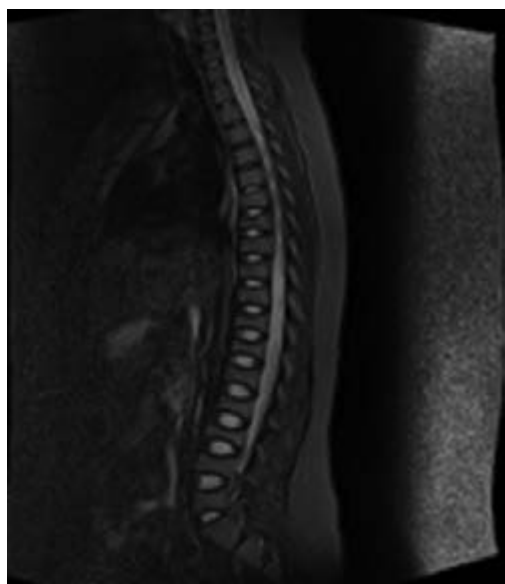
The MRI image of the thoracic and lumbar backbone after 6 months of therapy — progression of the declination of the height of the vertebral bodies Th7-Th9 and Th12-L4; all declined vertebral bodies have a biconcave shape
